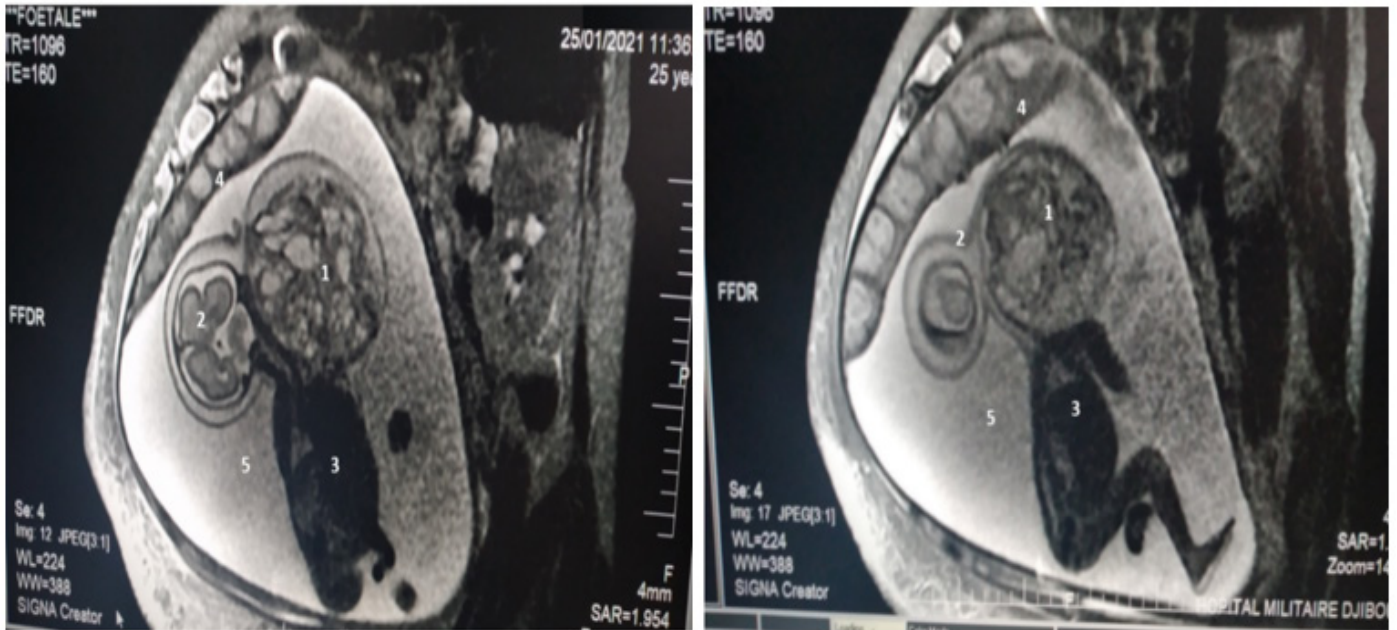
Aspect à l'IRM de la tumeur et du fœtus à 26 SA :
